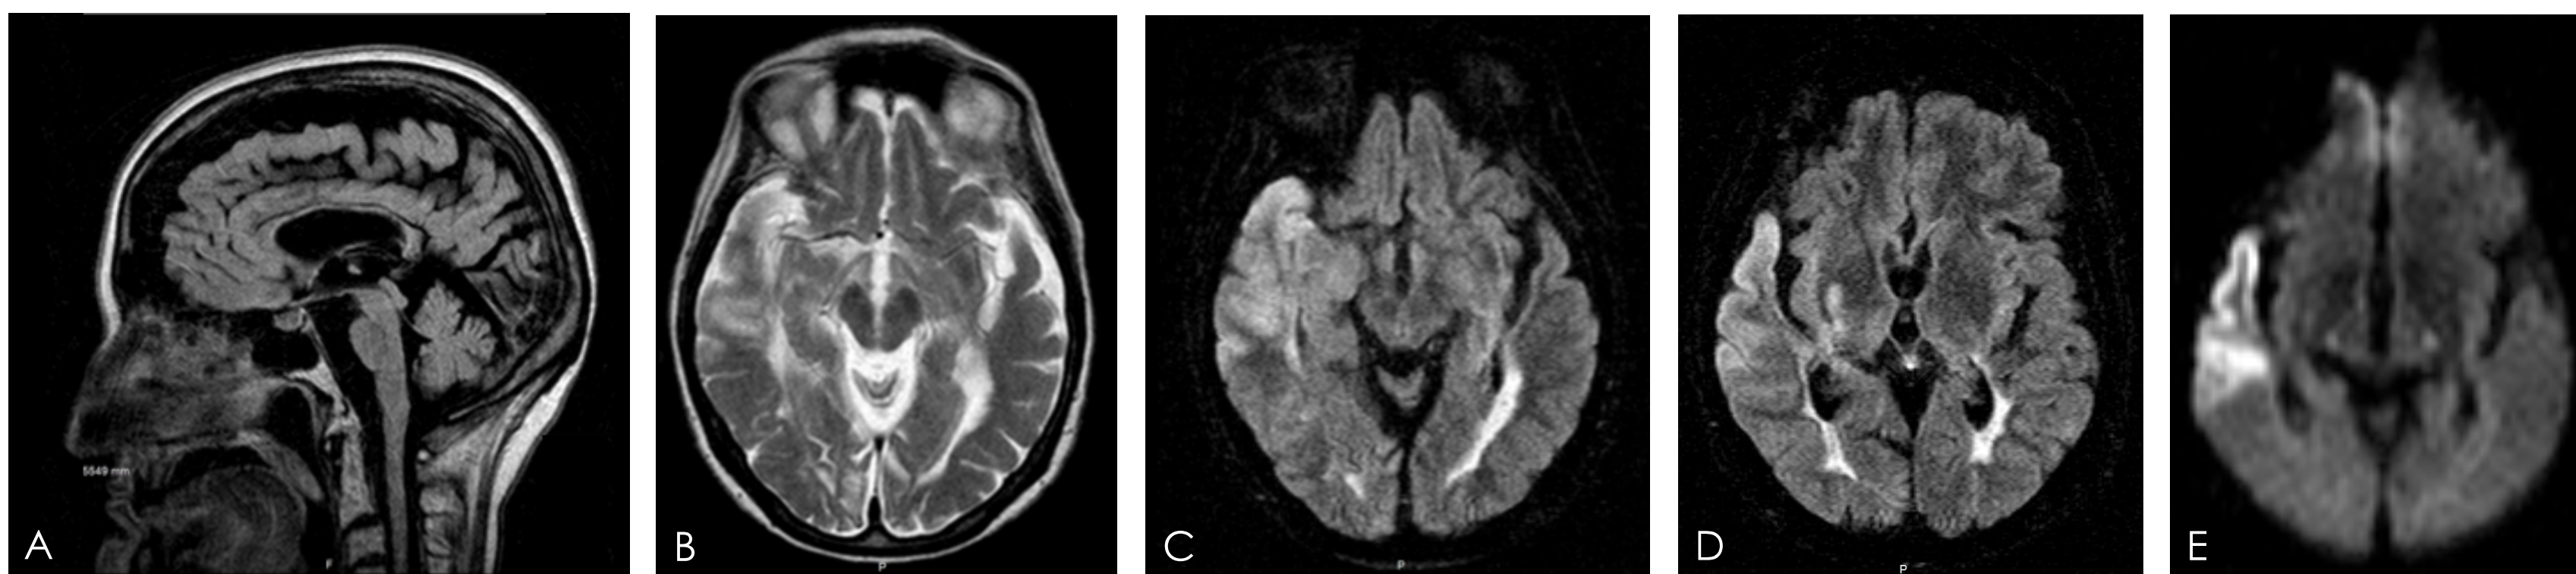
RM craneal: A: Atrofia global en corte sagital en secuencia T2. B: Carga lesional en T2. C: Lesión isquémica temporal derecha en secuencia T2. D: Lesión isquémica putaminal derecha en secuencia T2. E: Restricción de la difusión en lóbulo temporal derecho.
